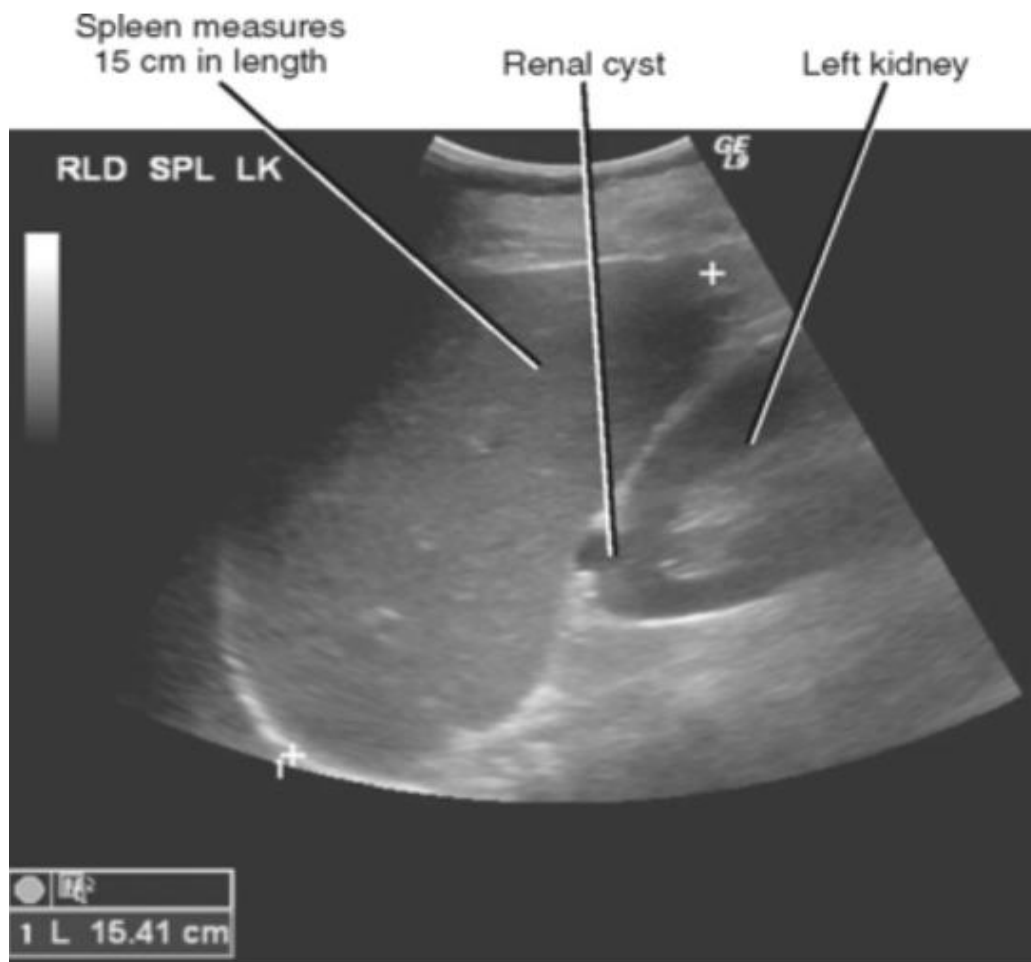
une splénomégalie à l'échographie(47)
